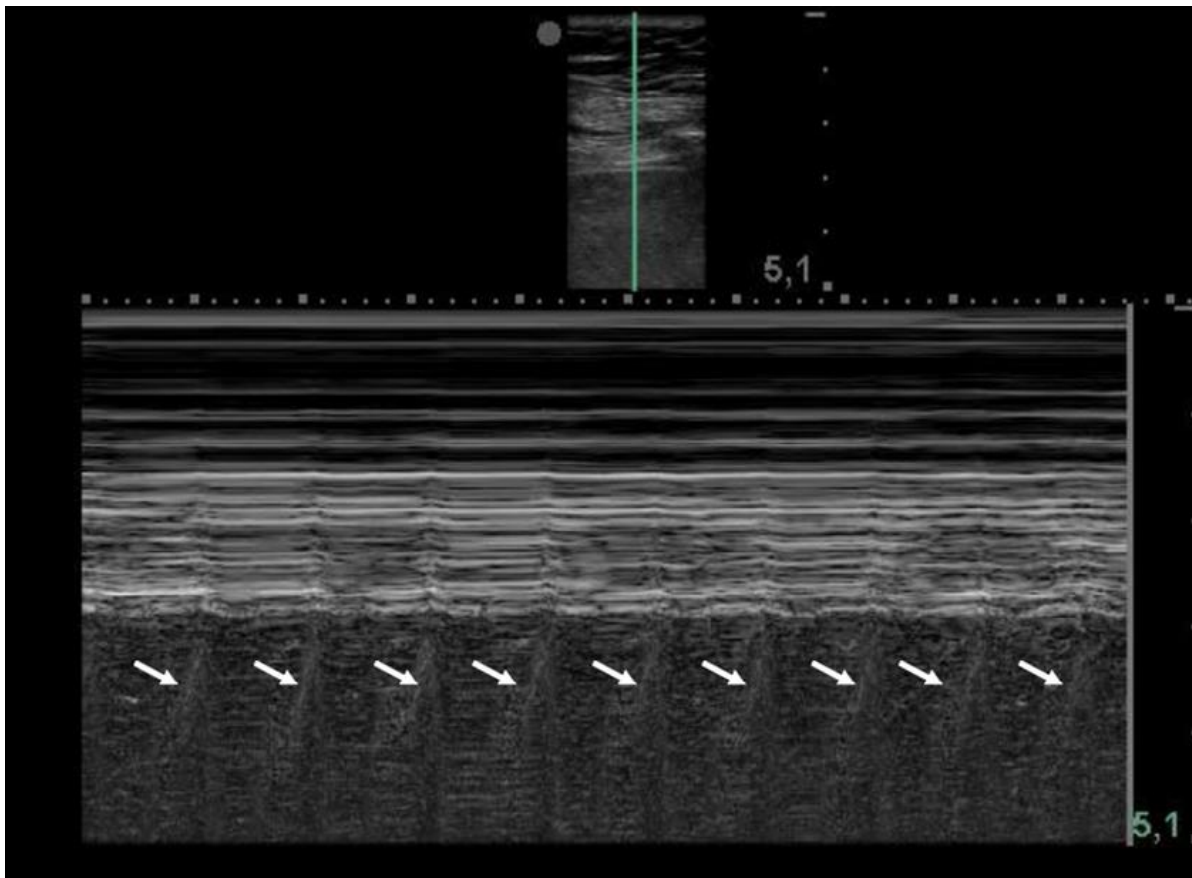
Échographie pulmonaire en mode M montrant Le signe du pouls pulmonaire du poumon gauche. Les lignes verticales correspondent aux battements de cœur[44]
